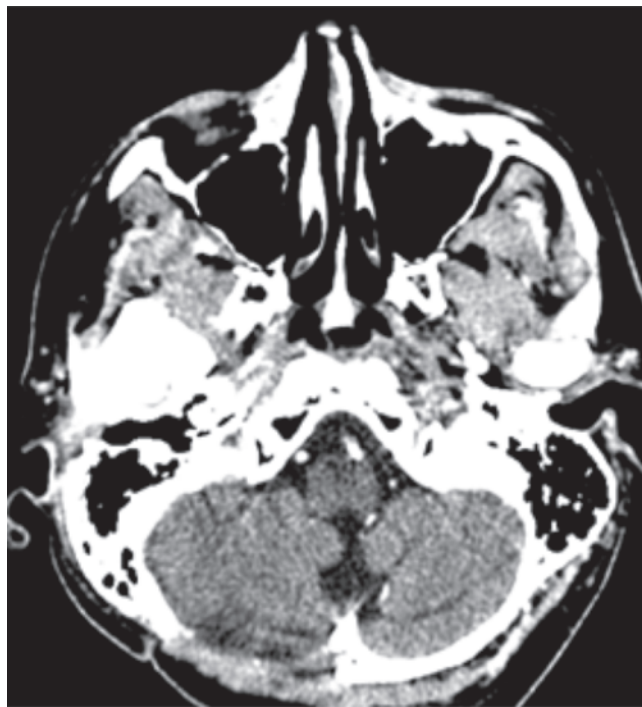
Tomografía craneal en corte axial contrastada, enfocada a fosa posterior sobre abordaje previo, en la que se observa excéresis completa de la lesión.
